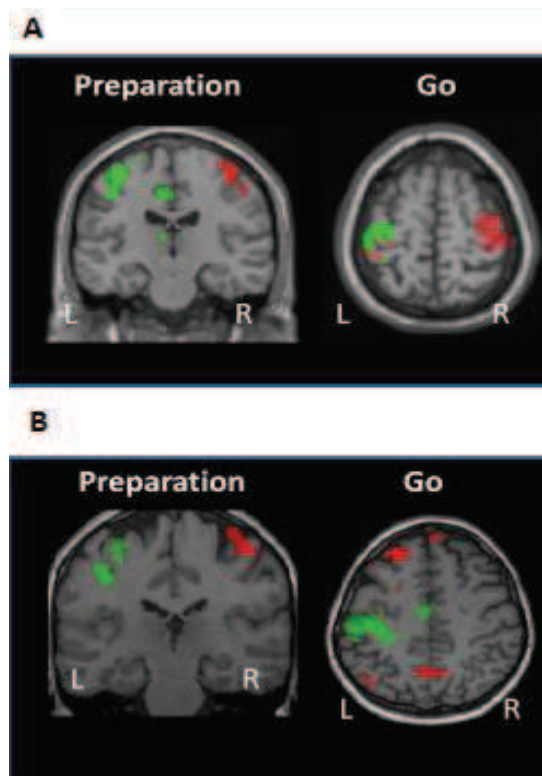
Activité cérébrale lors d'une étude en IRM fonctionnelle.
